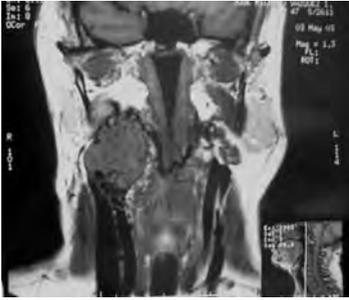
Resonancia Coronal T1. Glomus.
